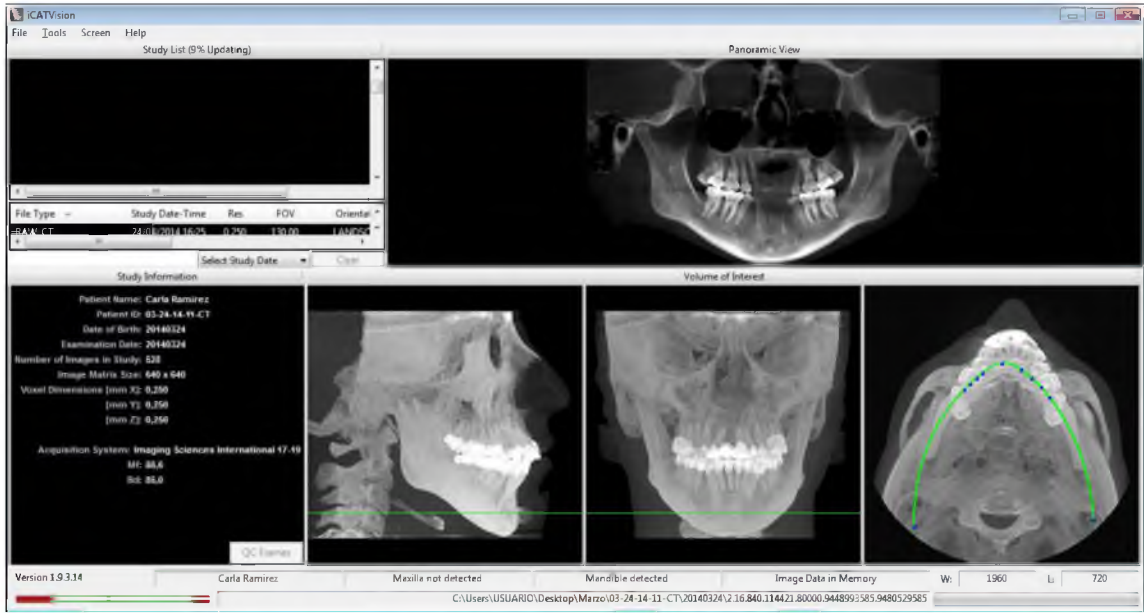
Vista panorámica, Cone Beam software iCATVision Fuente: Orlando, M.
